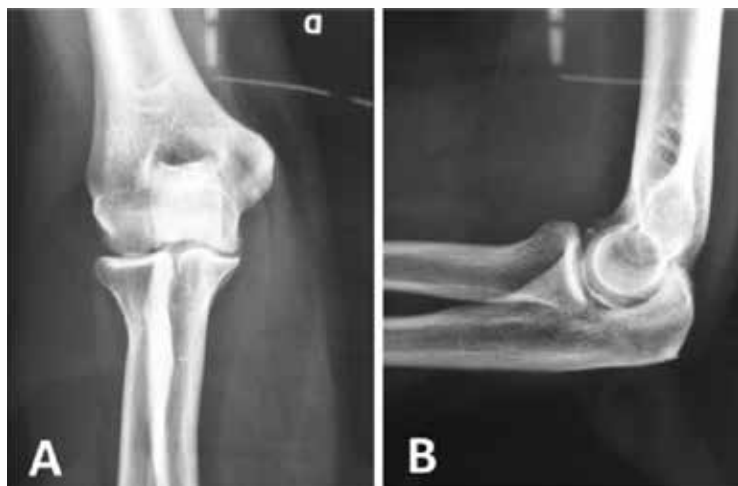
Radiografia pré-operatória na incidência anteroposterior (A) e perfil (B) do cotovelo direito.
